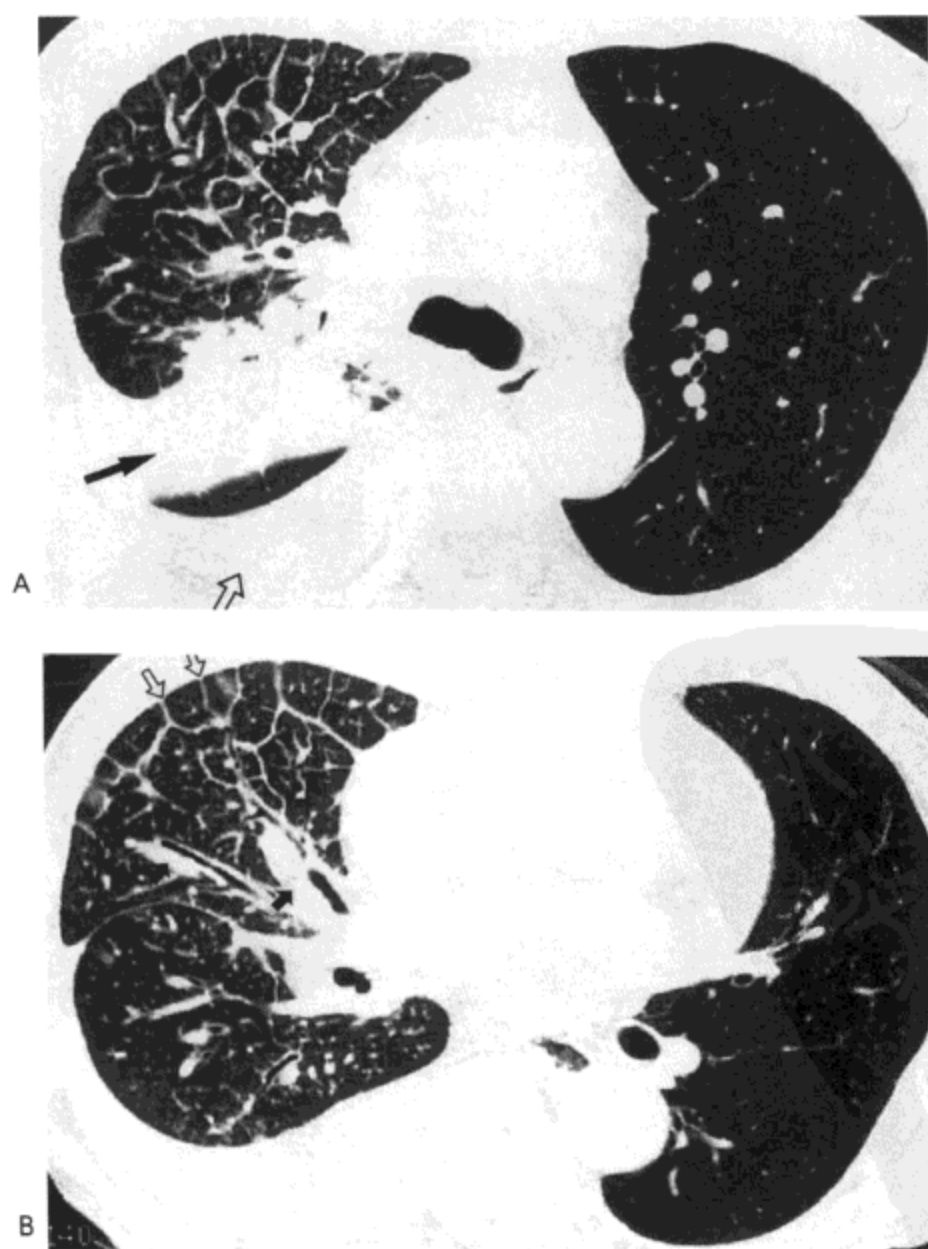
肺淋巴管癌病。A: 支气管隆突水平高分辨率CT(1.0 mm层厚)示右肺上叶小叶间隔与支气管壁增厚。右肺上叶后段有一肿块(实箭号),右侧胸腔积液(空箭号)。B: 下叶支气管水平CT影像示小叶间隔(空箭号)与支气管壁(实箭号)增厚,伴右侧胸腔积液。病人男,67岁,患肺腺癌。
